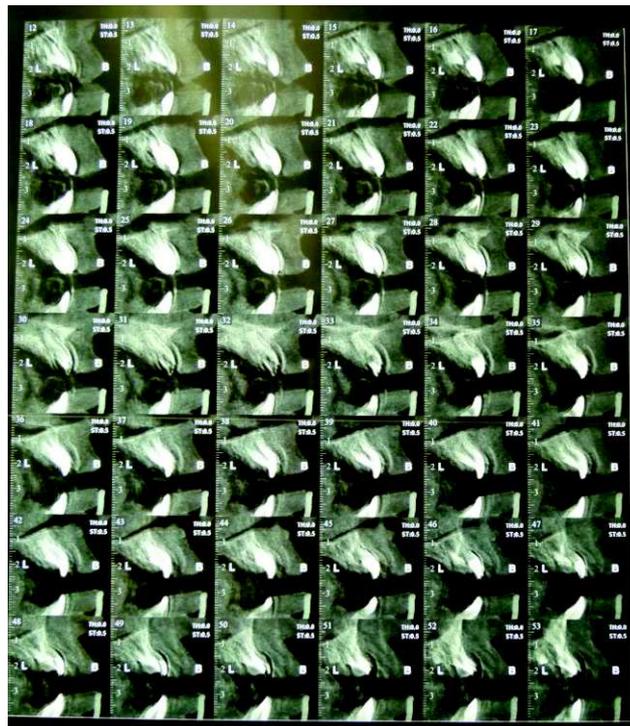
coupes CBCT (Source : CRMR)
